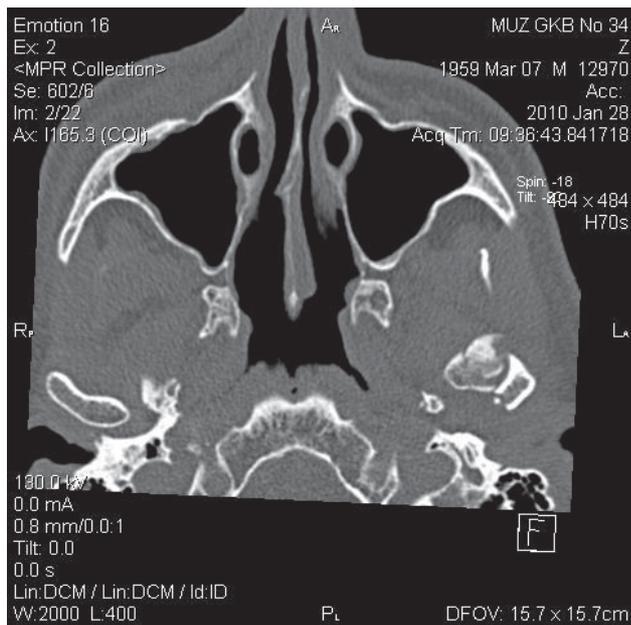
Компьютерная томограмма в аксиальной плоскости. Внутрисуставной оскольчатый перелом левой головки нижней челюсти
